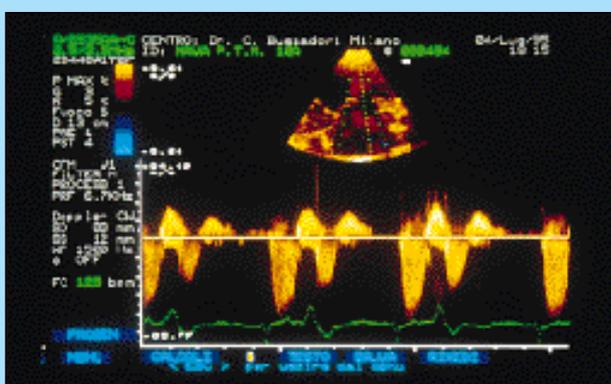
Doppler continuo. Rigurgito mitralico, 3,5 m/Sec di velocità massima, i rigurgiti si presentano accoppiati a causa di un bigeminismo extrasistolico, il secondo rigurgito conseguente all'extrasistole è di velocità più ridotta a causa del flusso minore a sua volta determinato dal minor riempimento diastolico.
